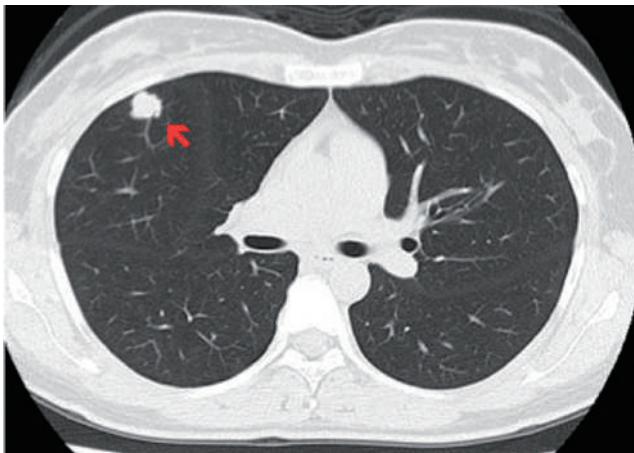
半年後のフォロー胸部CT. 右中葉に腫瘍影(矢印)を認める。
